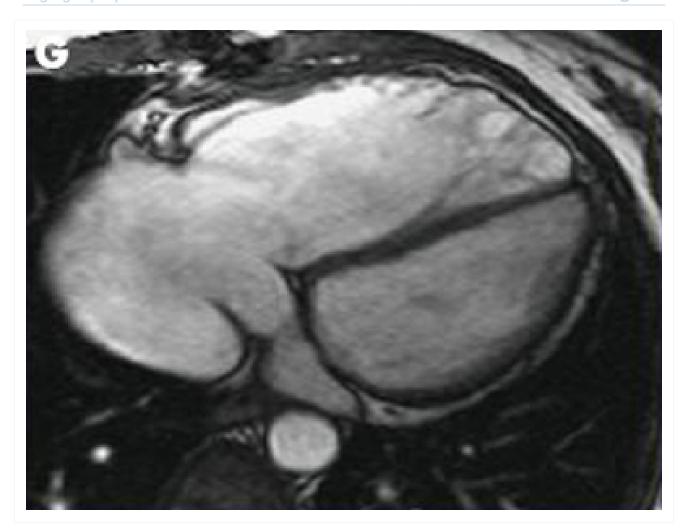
Ressonância nuclear magnética (RNM) em um paciente com regurgitação pulmonar após reparo de tetralogia de Fallot. O paciente tem ventrículo direito não restritivo e a RNM mostra ventrículo direito dilatado
